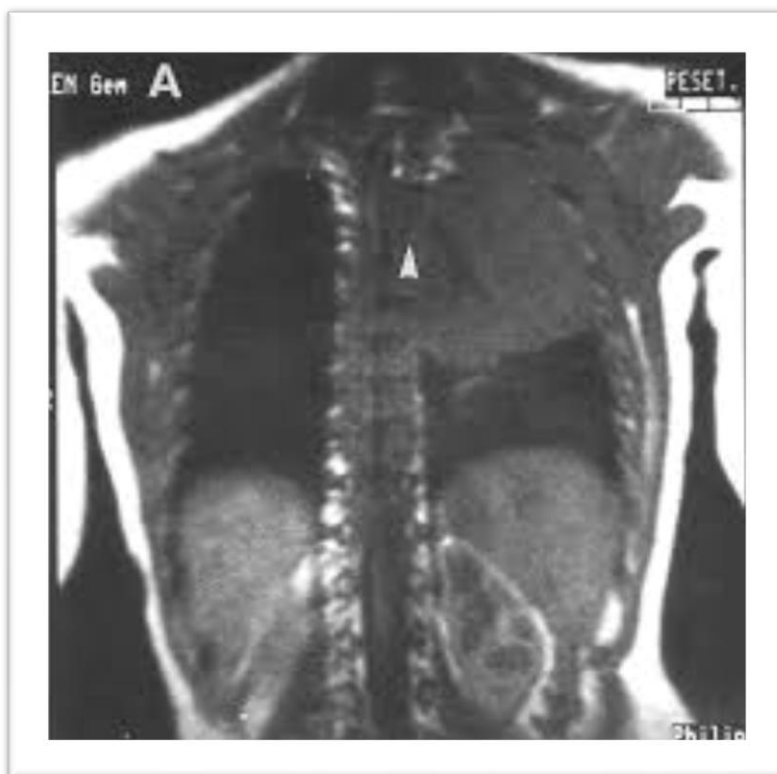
Resonancia magnética con tumor en el lóbulo superior izquierdo.
